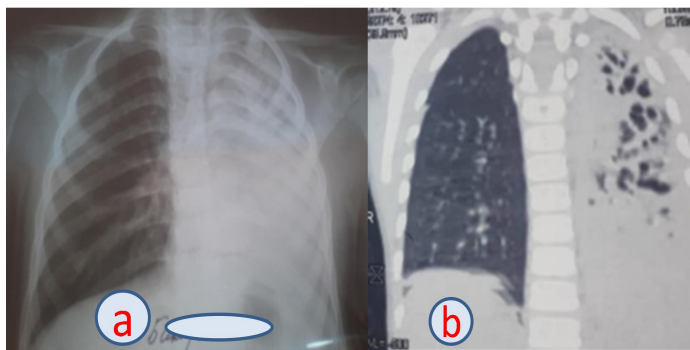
а- рентгенография при поступлении; б-КТ;
